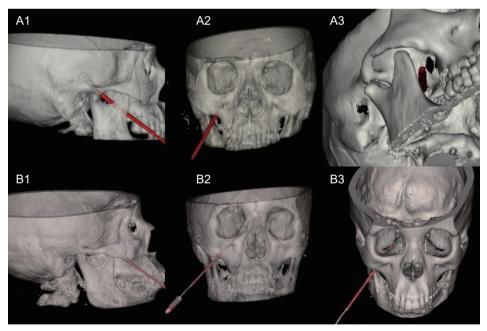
术中颅底 CT 3D 重建教学实践 (A1-A3) 经皮卵圆孔穿刺 3D 重建; (B1-B3) 经皮圆孔穿刺 3D 重建。术中穿刺针均用红色突出显示,针道经过的骨质结构采用局部虚化处理。
